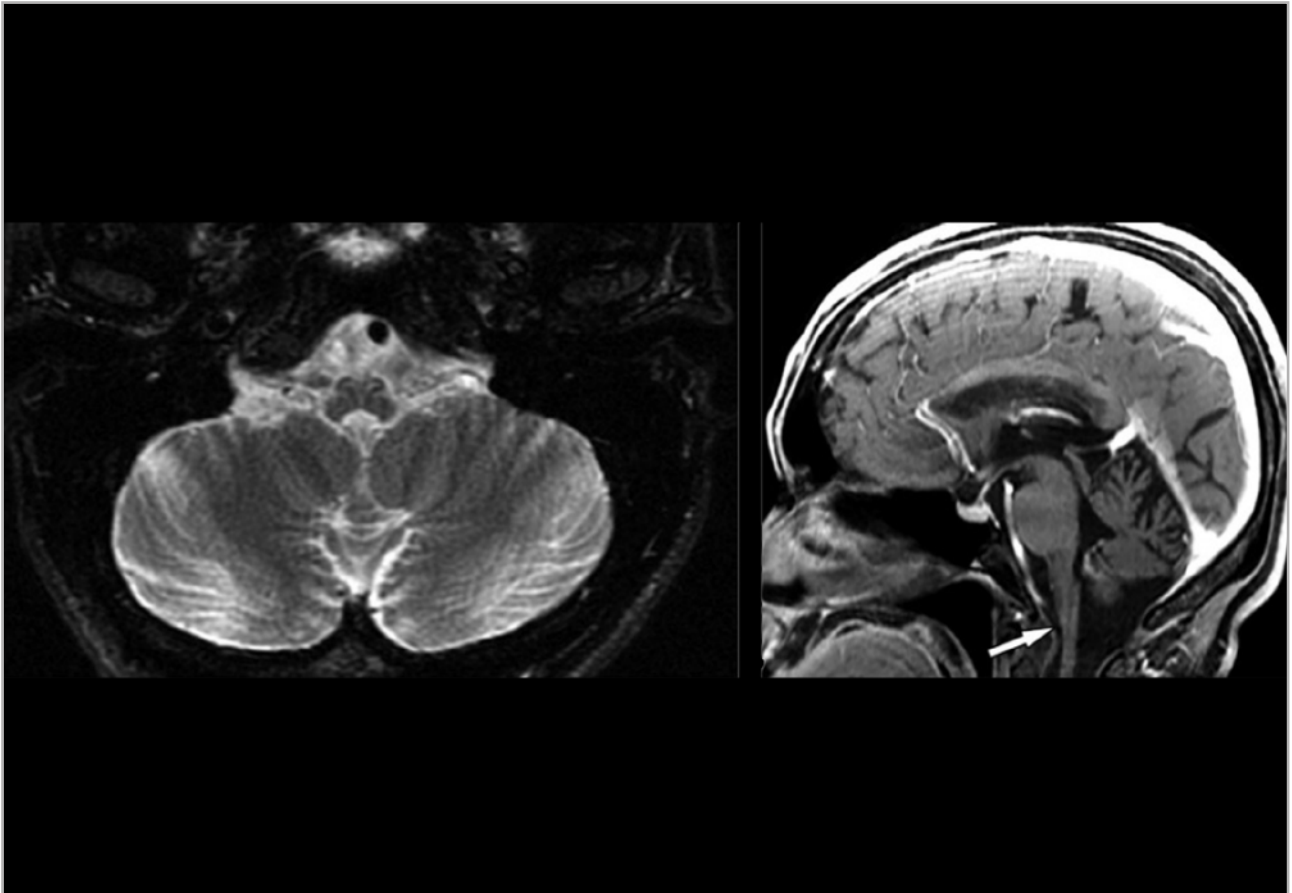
Hallazgos radiológicos en la enfermedad de Alexander de presentación en el adulto. Resonancia con la atrofia de médula oblonga y medular cervical típica de la enfermedad de Alexander de presentación en el adulto. Radiographics. 2019;39(1):153-68.
